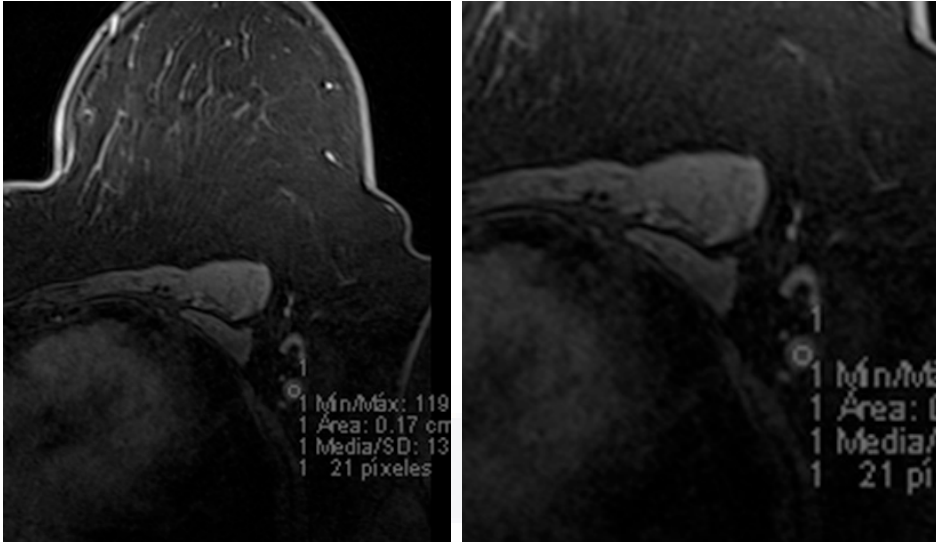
corte axial de RM secuencia T1 contrastada y magnificación de ROI localizado en ganglio sin hilo graso que mostró reforzamiento tras el contraste
